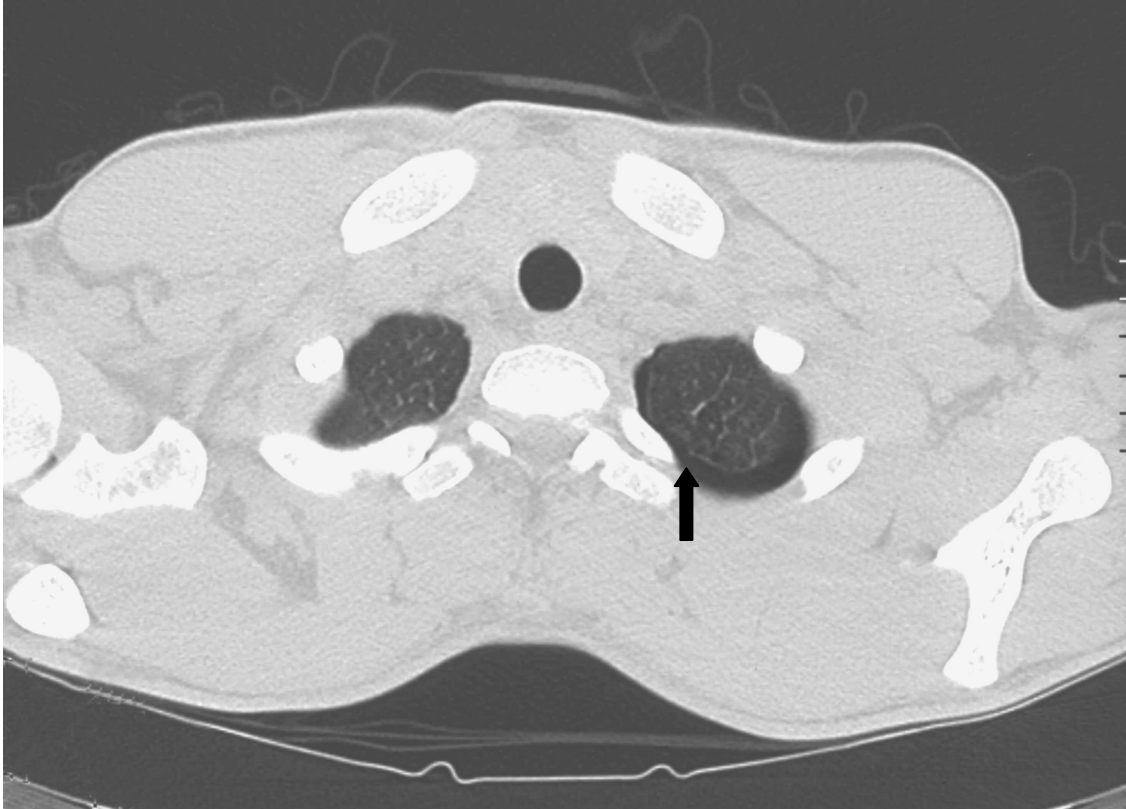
19jähriger Patient, HRCT 2/8mm, Erstereignis eines Spontanpneumothorax links. Links apikal subpleural einzelne Bullae kleiner als 1 cm ( Pfeil ). Schmäler Restpneumothorax links.
